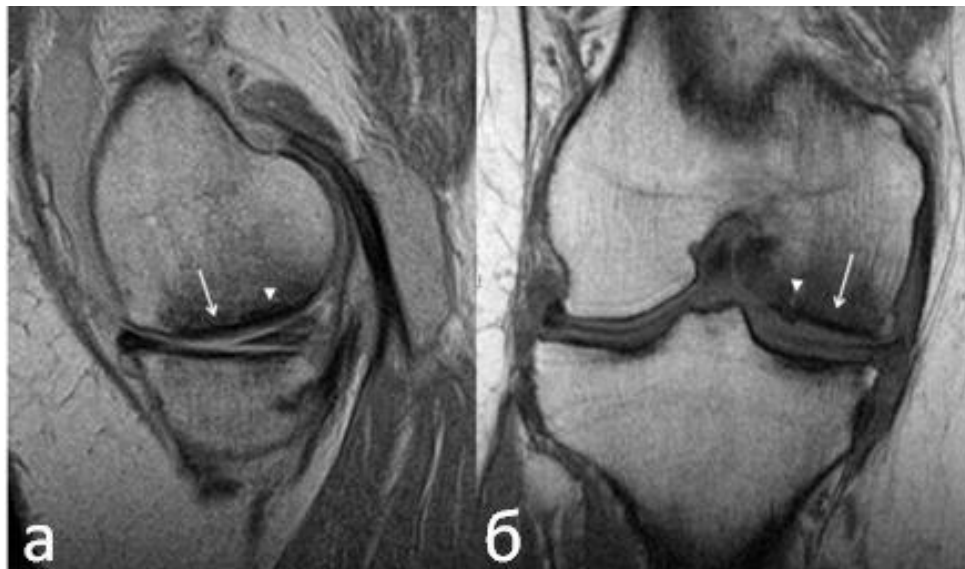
МРТ правого коленного сустава в сагиттальной (а) и корональной (б) плоскостях (режимы PD-ВИ, T1-ВИ). Исход перелома и вторичного остеонекроза с уплощением (коллапсом) суставной поверхности в опорных отделах медиального мыщелка бедренной кости (стрелка), субхондральным склерозом (головка стрелки)
